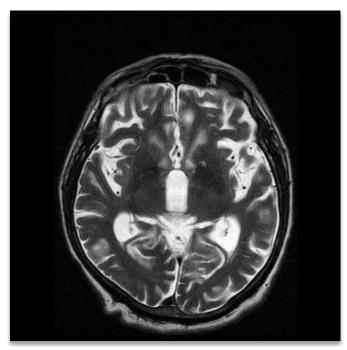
RMN de cerebro, secuencia T2, muestra cambios atróficos corticales supratentoriales
